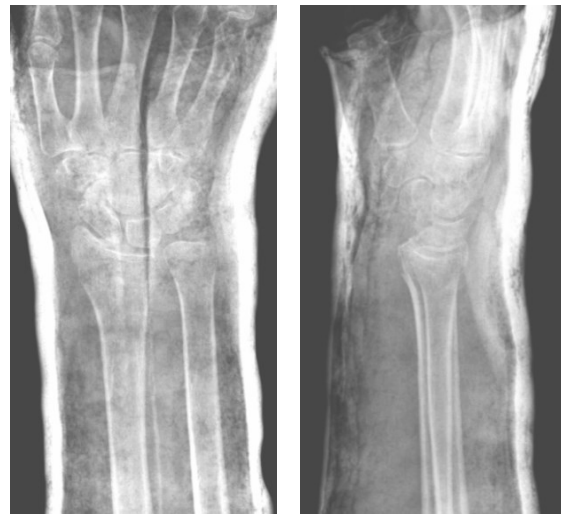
Röntgen a.p. und seitlich nach Reposition
